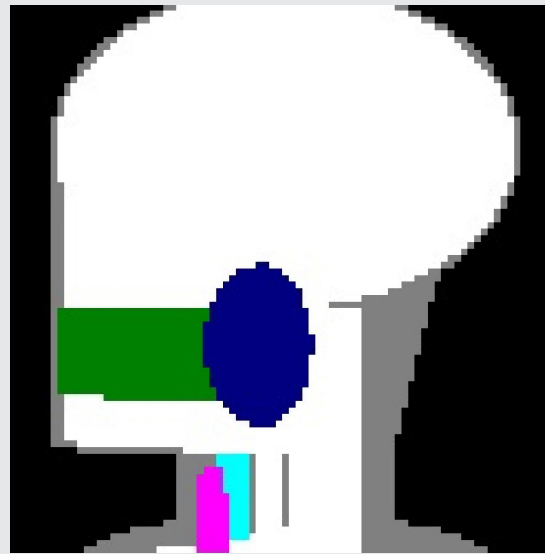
This shows 'radiograph' image with z axis 62 cm on PCXMC program.
